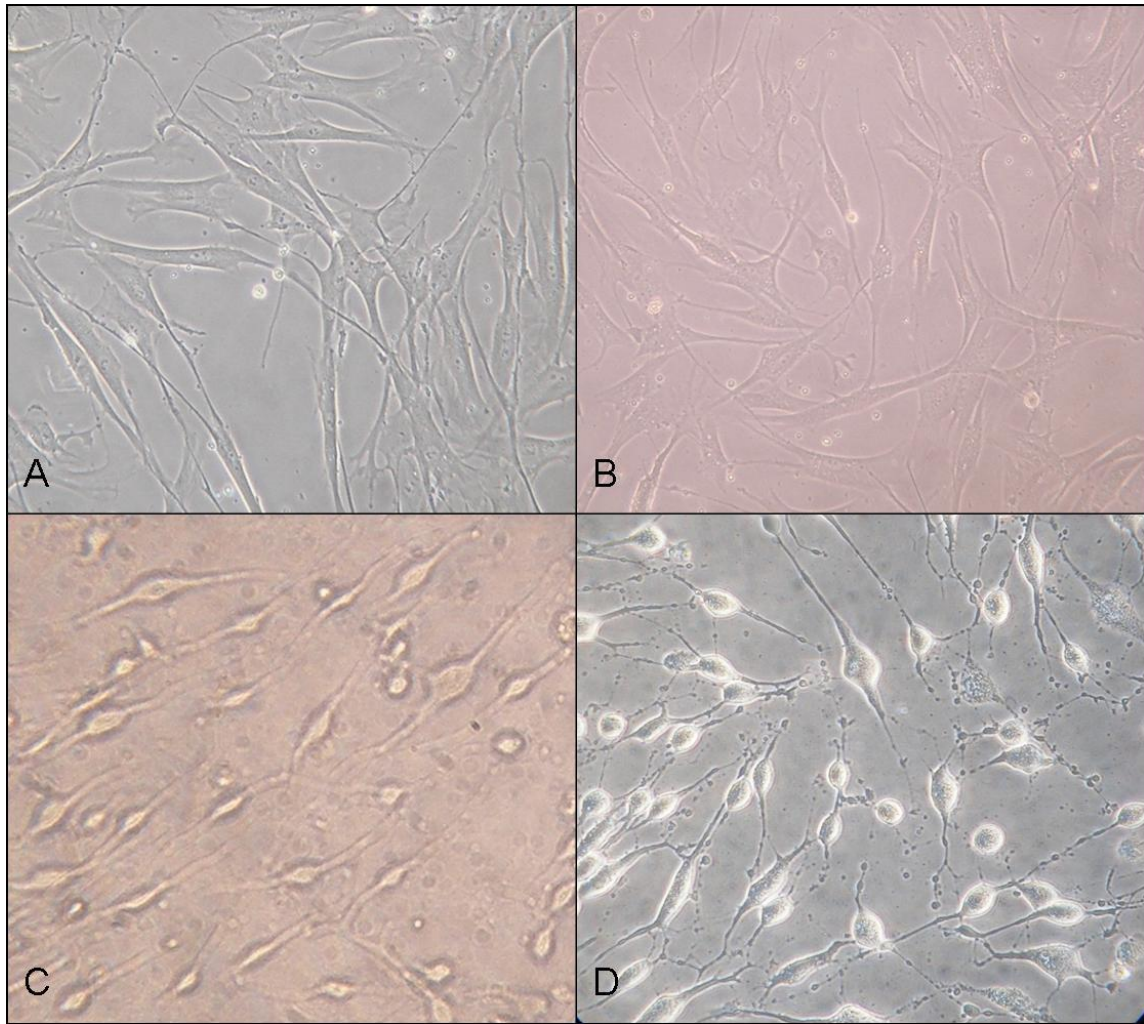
Keratinociti pod invertnim svetlobnim mikroskopom pri 20x povečavi po 4h TK1: kontrola (A), 0,5 mg/ml (B), 2 mg/ml (C) in 5 mg/ml (D).
